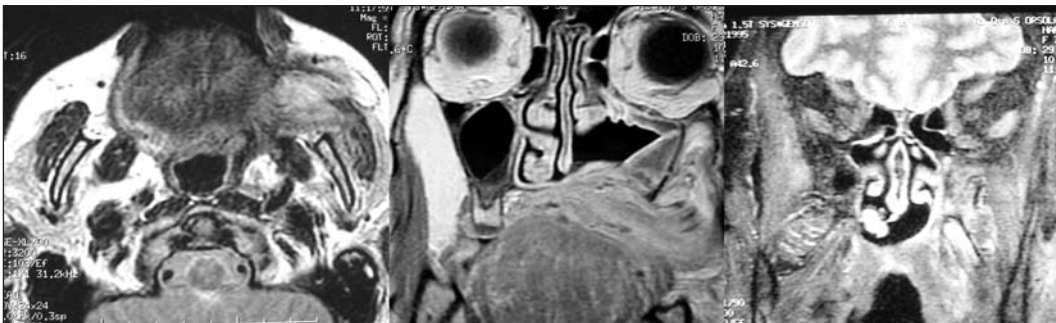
Resonancia magnética postoperatoria que muestra la reconstrucción del paladar mediante el colgajo de músculo temporal.
